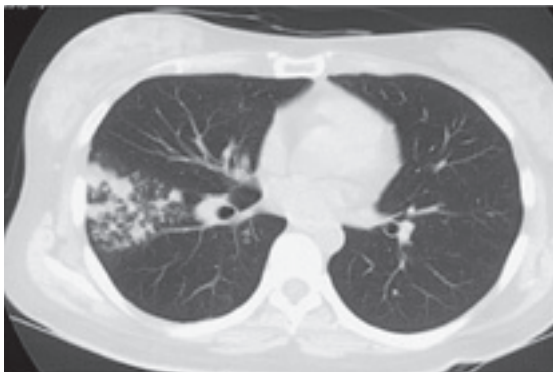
Chest radiograph and CT scan in Oct. 2009. CT scan showed tree-in-bud appearance in the right middle lobe and S⁸ with an extrapleural tumorous shadow in the right lower thorax.
